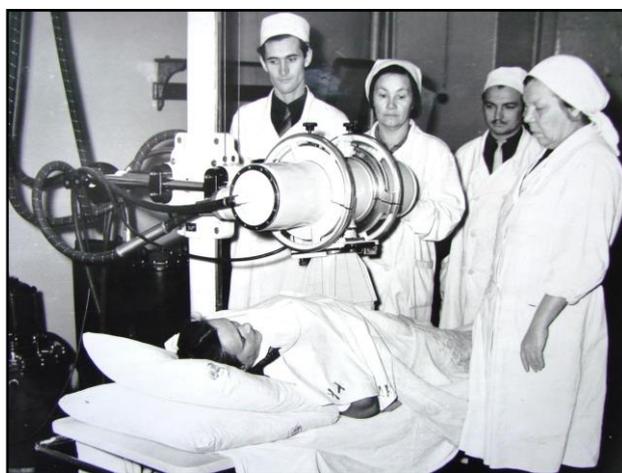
М.В. Монасыпова (крайняя справа) в рентгенотерапевтическом кабинете клиники.
